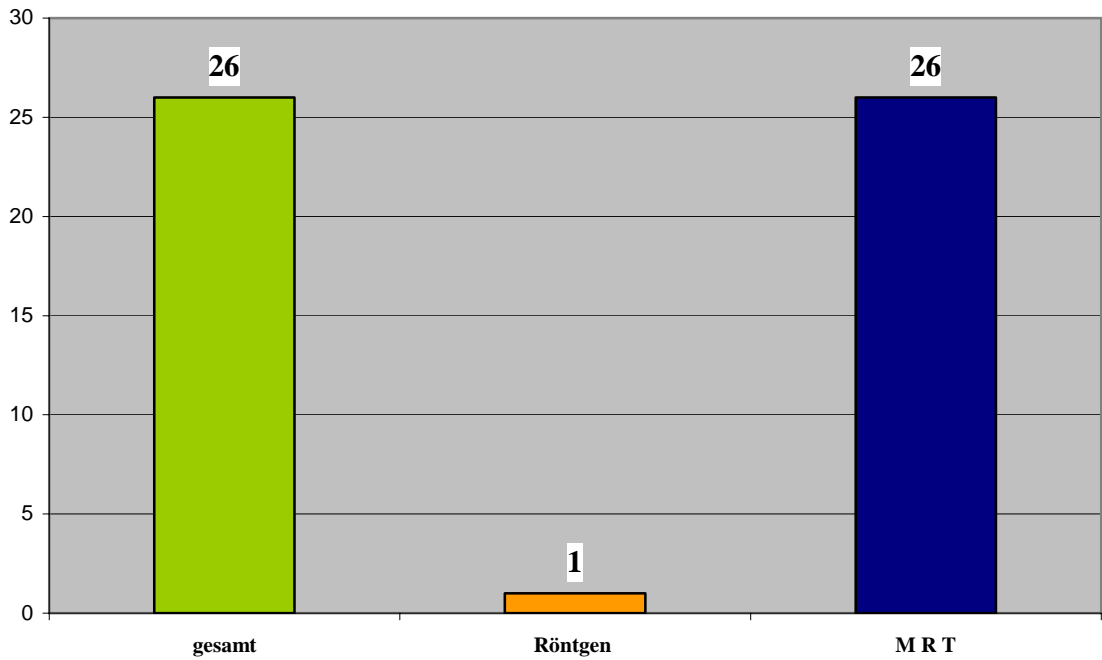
Nachweis der kompletten Bandrupturen anhand von Röntgenaufnahmen und MRT im Vergleich mit der Anzahl insgesamt erfasster Rupturen. Über den Säulen sind die Absolutwerte aufgetragen.
